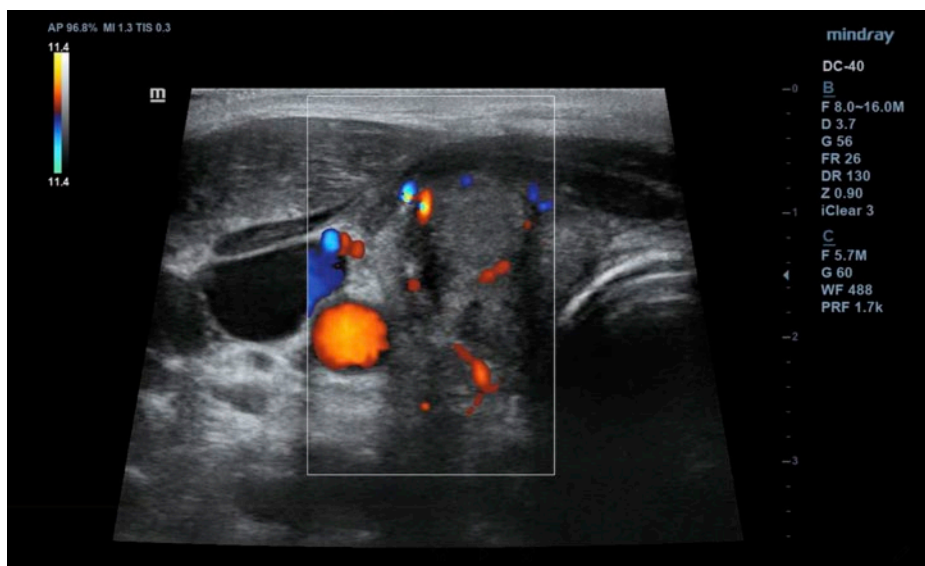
Lóbulo tiroideo derecho. Con el Doppler aplicado sobre la lesión hipocóica descrita anteriormente se realiza ligeramente el área periférica de la misma; también se observa una adenopatía sin signos ecográficos de malignidad, probablemente inflamatoria, sobre la vena yugular.
